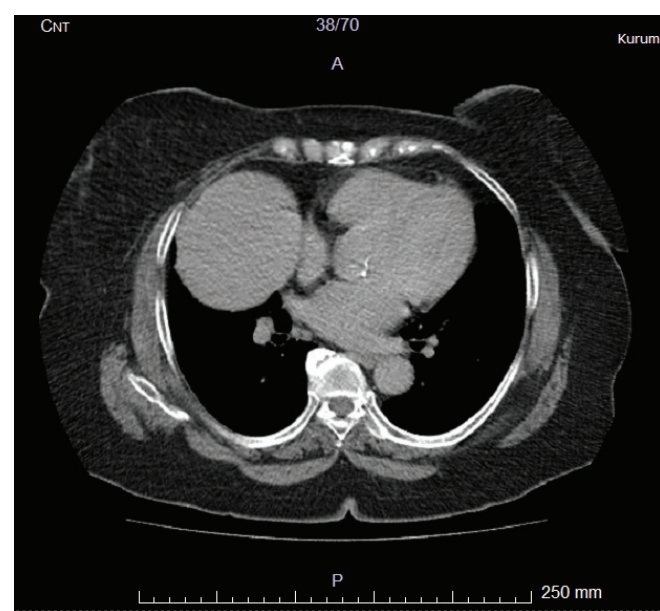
Image 2b. CT of the chest
